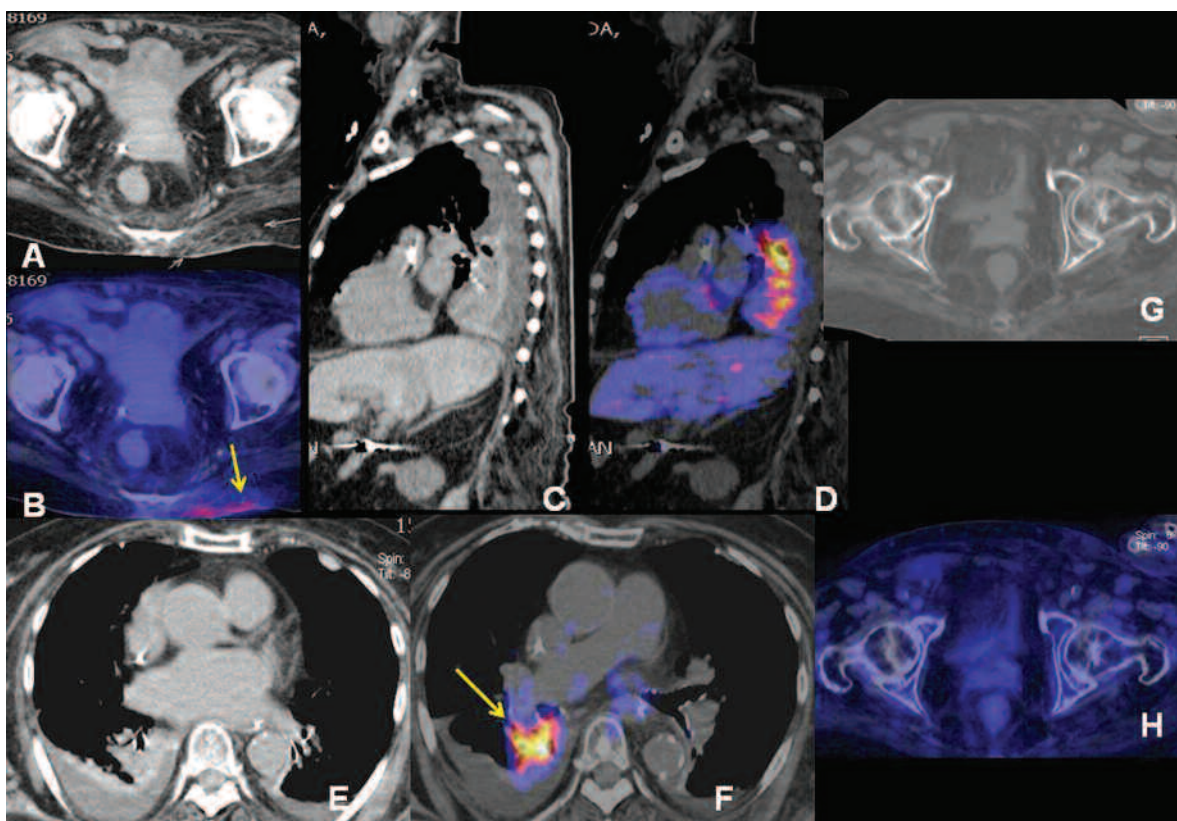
Celulitis y neumonía. FOD. (a) y (b) TC multislice y Fusión PET-TC plano axial que muestra área focal hipermetabólica en el tejido celular de la región glútea izquierda. (c), (d), (e) y (f) TC multislice y 3D Fusión PET-TC, planos sagital y axial: demuestra una neumopatía aguda del lóbulo inferior derecho asociada a derrame pleural. (g) y (h) Fusión PET-TC, plano axial, que muestra ausencia de foco captante en cadera, descartando osteomielitis.
